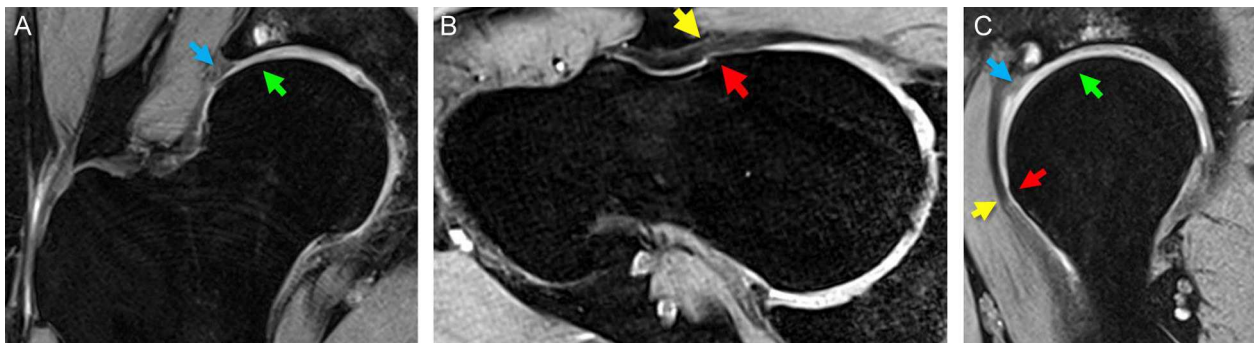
Síndrome de choque fémoro-acetabular tipo *cam*. Varón de 49 años con test de impingement positivo. RM de cadera derecha (secuencia de gradiente 3D) en planos coronal oblicuo (2a), axial oblicua (2b) y sagital oblicua (2c) muestra deformidad tipo *cam* (flecha roja), contigua a la banda inferior del ligamento iliofemoral (flecha amarilla); adelgazamiento condral ántero-superior (flecha verde); alteración de señal del rodete acetabular ántero-lateral (flecha azul); y pequeñas geodas en el margen acetabular. El lector puede ver esta figura en color en la versión electrónica del artículo.
